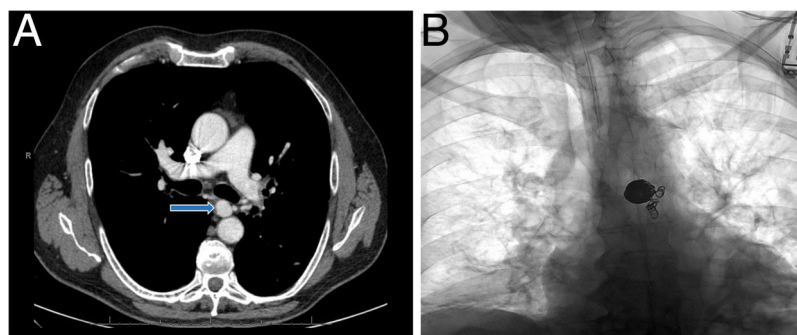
A) TC con contraste, corte axial, donde se aprecia un aneurisma sacular en el origen de la arteria bronquial izquierda (flecha). B) Radiografía simple de tórax postembolización con «coils» del aneurisma de la arteria bronquial izquierda.
